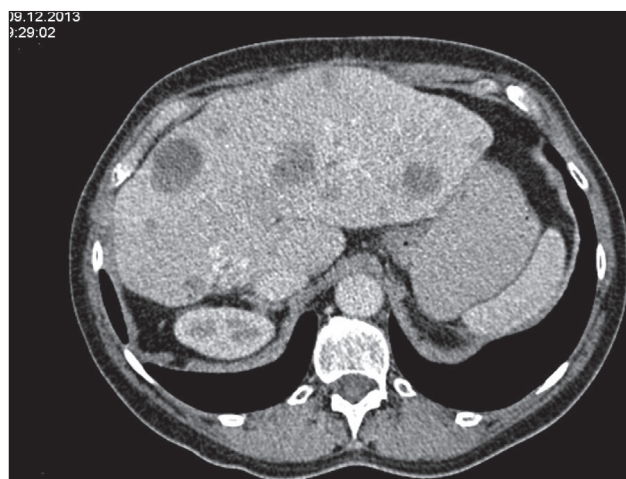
КТ органов брюшной полости, декабрь 2013 г.
